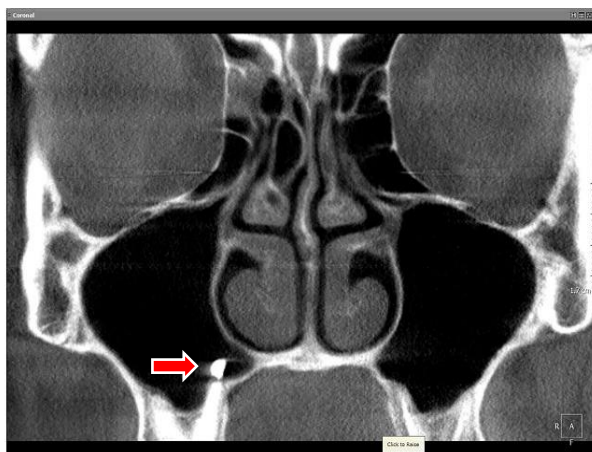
Конусно-лучевая компьютерная томограмма части лицевого скелета мужчины 57 лет. Инородное тело правой верхнечелюстной пазухи без рентгенологических признаков воспаления слизистой оболочки (указано стрелкой)
